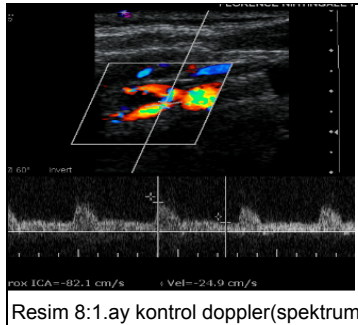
1.ay kontrol doppler
